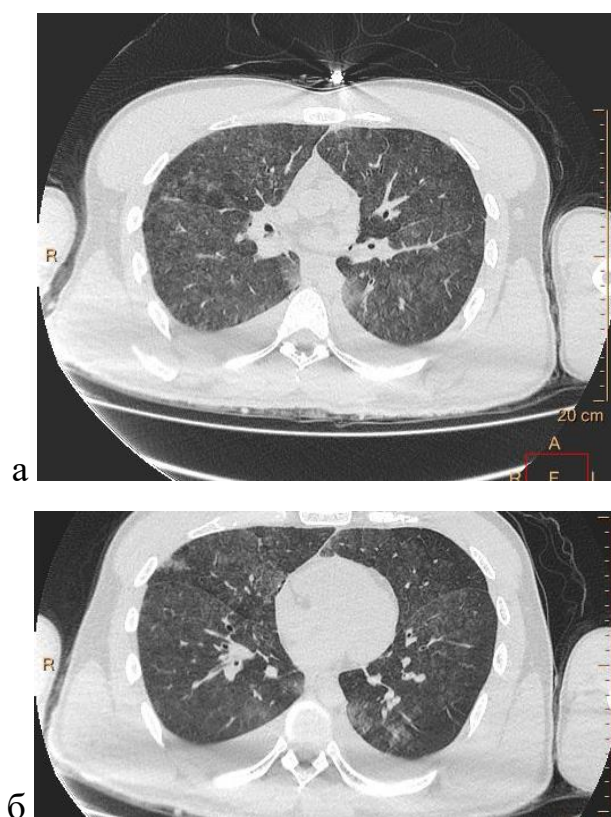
а, б - Бронхоспазм. Посмертное КТ-исследование
